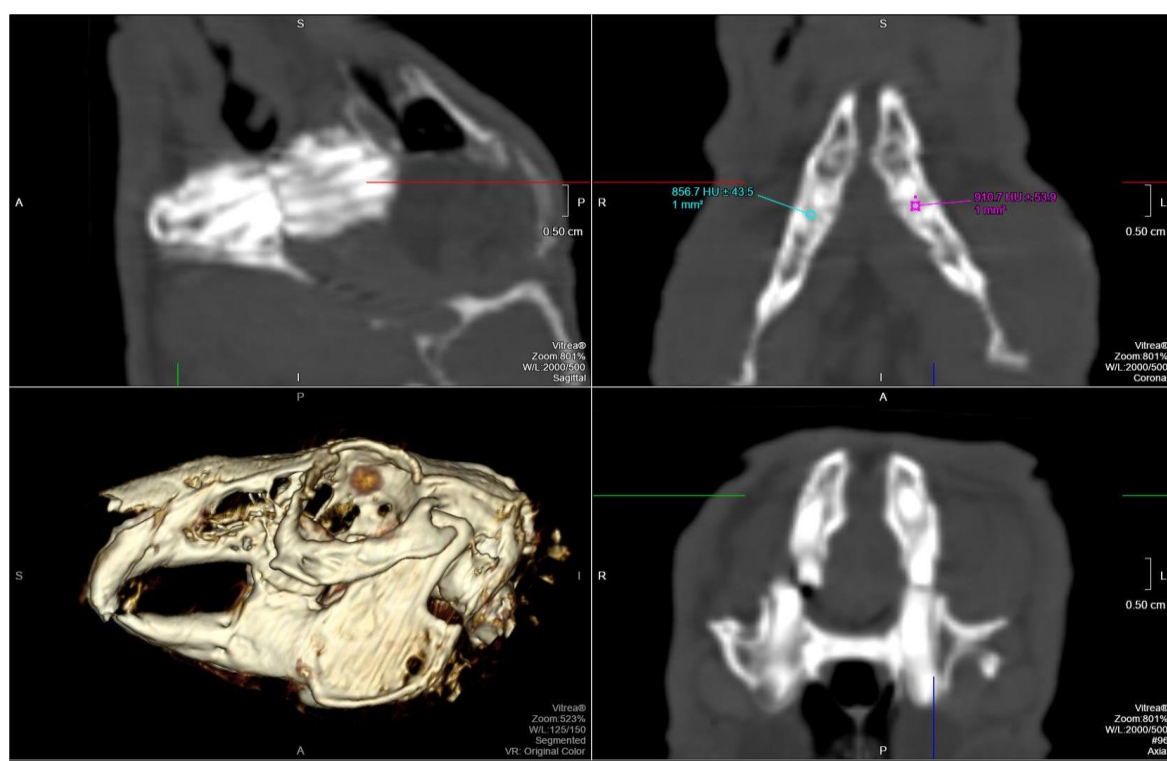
Компьютерная томография головы кролика (6 месяцев), аксиальная, сагиттальная и фронтальная плоскости, 3D-модель. Режим костной реконструкции. Толщина слоя: 1 мм. Измеряется плотность губчатой кости в толще нижней челюсти справа и слева на уровне верхушек 2 и 3 зубов, на расстоянии 3 мм от кортикальной пластины, площадь измерения – 1 мм<sup>2</sup>. Плотность костной ткани в области имплантации стволовых клеток слева соответствует +910,7 ± 53,9 ед. HU (единиц Хаунсфилда), плотность костной ткани справа (без имплантации) – +856,7 ± 43,5 единицы HU.
